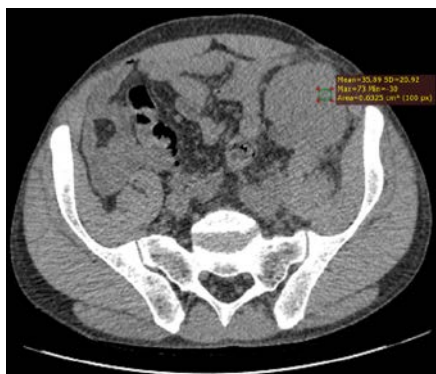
МСКТ органов брюшной полости, нативная фаза. Пациент второй группы с нефункционирующим трансплантатом
